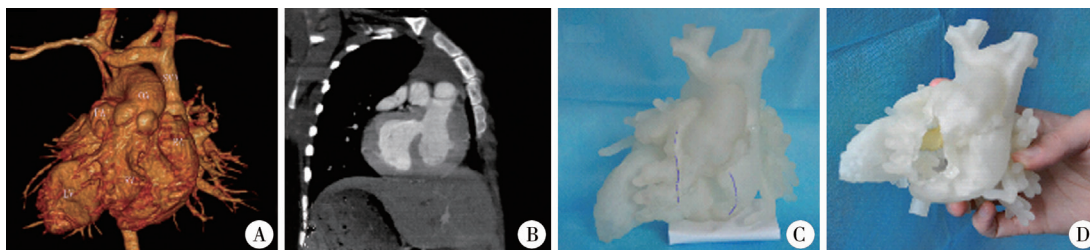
1例右位心合并右室双出口患儿的CT影像以及3D打印模型 A:三维重建后的心脏图像; B:心脏CT矢状面图片显示心内结构; C:3D打印的心脏模型外观,虚线显示模拟手术的心脏切口; D:模拟后的心脏模型,黄色部分为牛心包补片建立的内隧道
